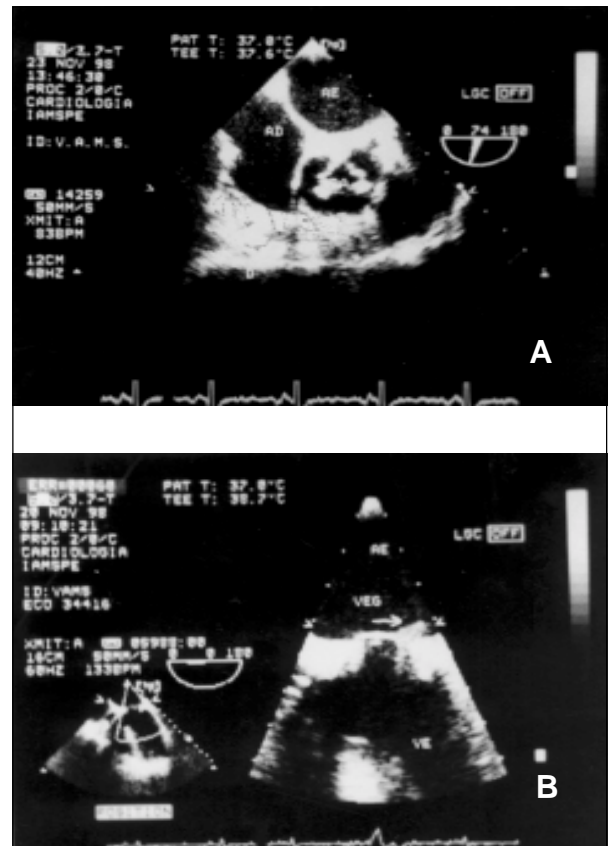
Ecocardiograma transtorácico revelando: A) prótese biológica em posição aórtica com vegetações em suas cúspides; B) prótese biológica em posição mitral com grande vegetação em sua face atrial (vide seta).
